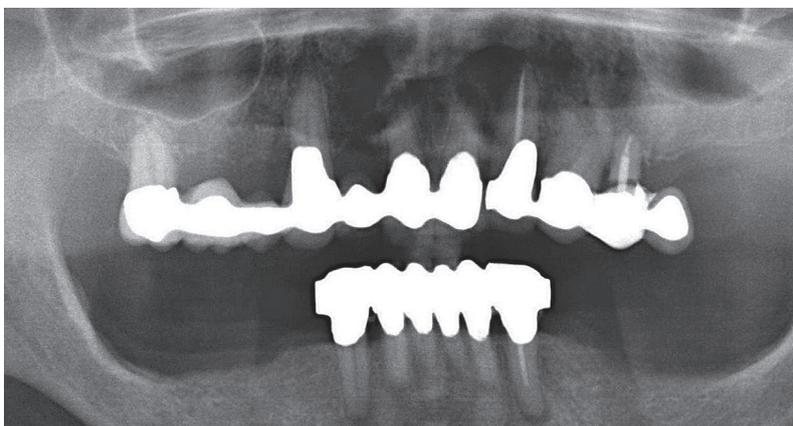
Röntgenbild der Ausgangssituation: Die Pfeilerzähne 24 und 27 sind nicht zu erhalten.
